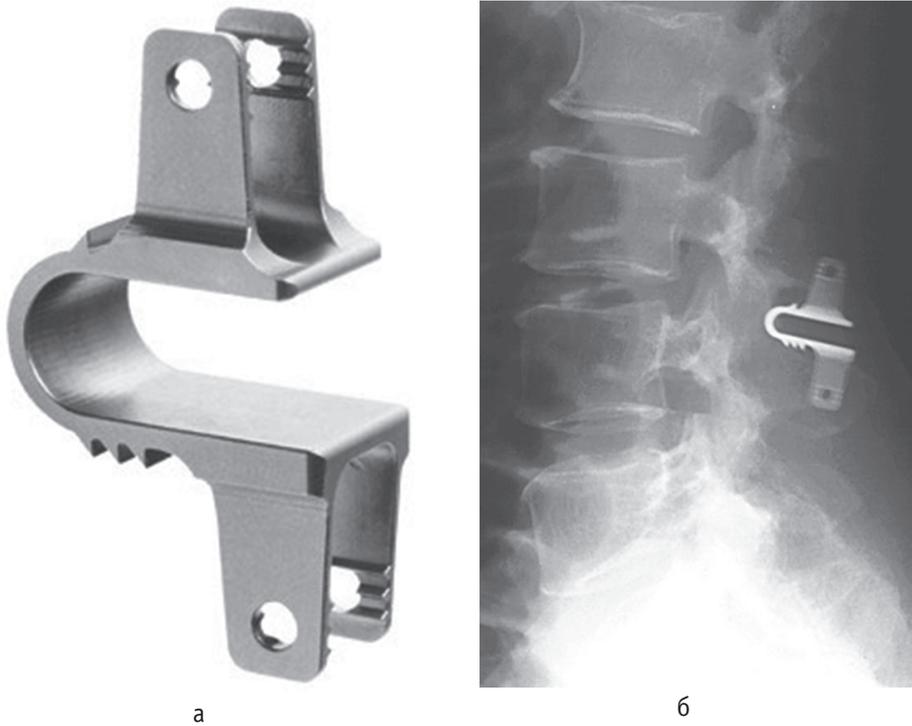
Межостистый имплантат COFLEX (а), рентгенограмма поясничного отдела позвоночника с установленным межостистым имплантатом COFLEX (б)
